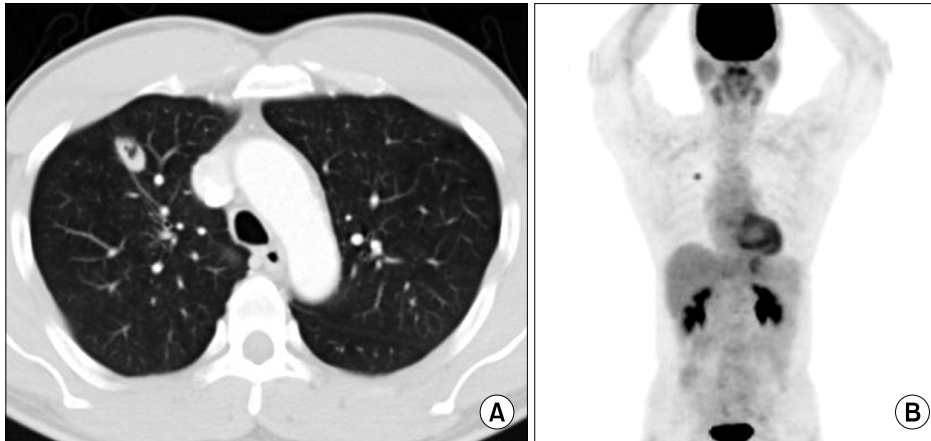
(A) CT Chest computed tomography shows cavitary mass in upper lobe of right lung. (B) PET - CT shows no distant metastasis.
